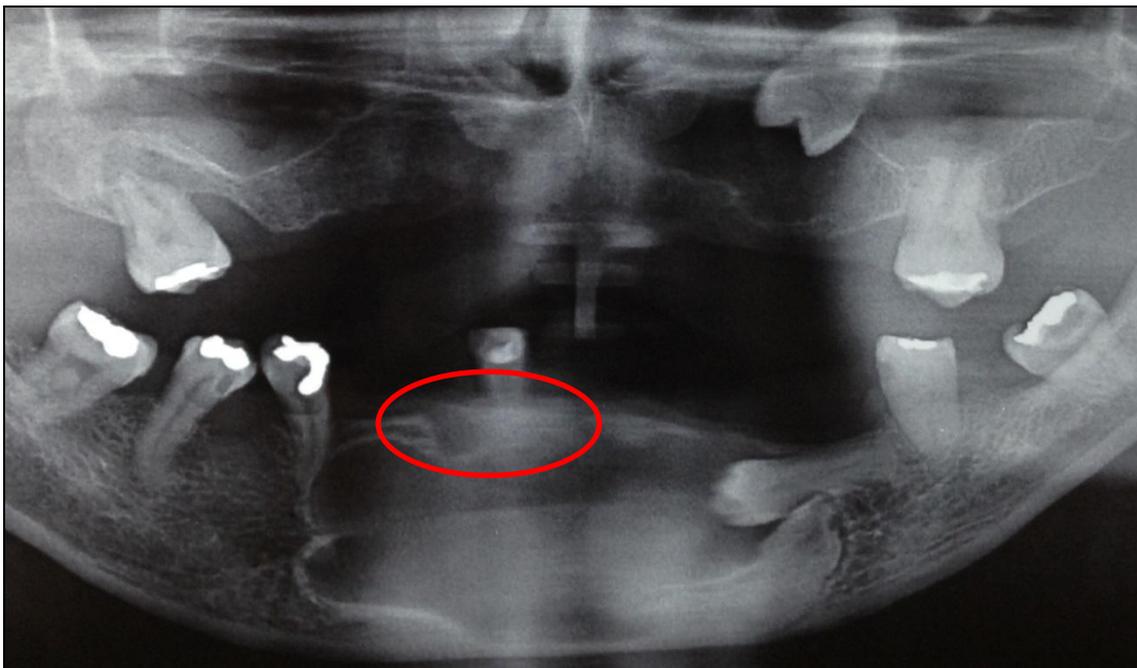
Radiografia panorâmica pré-operatória evidenciando o dente 41.
